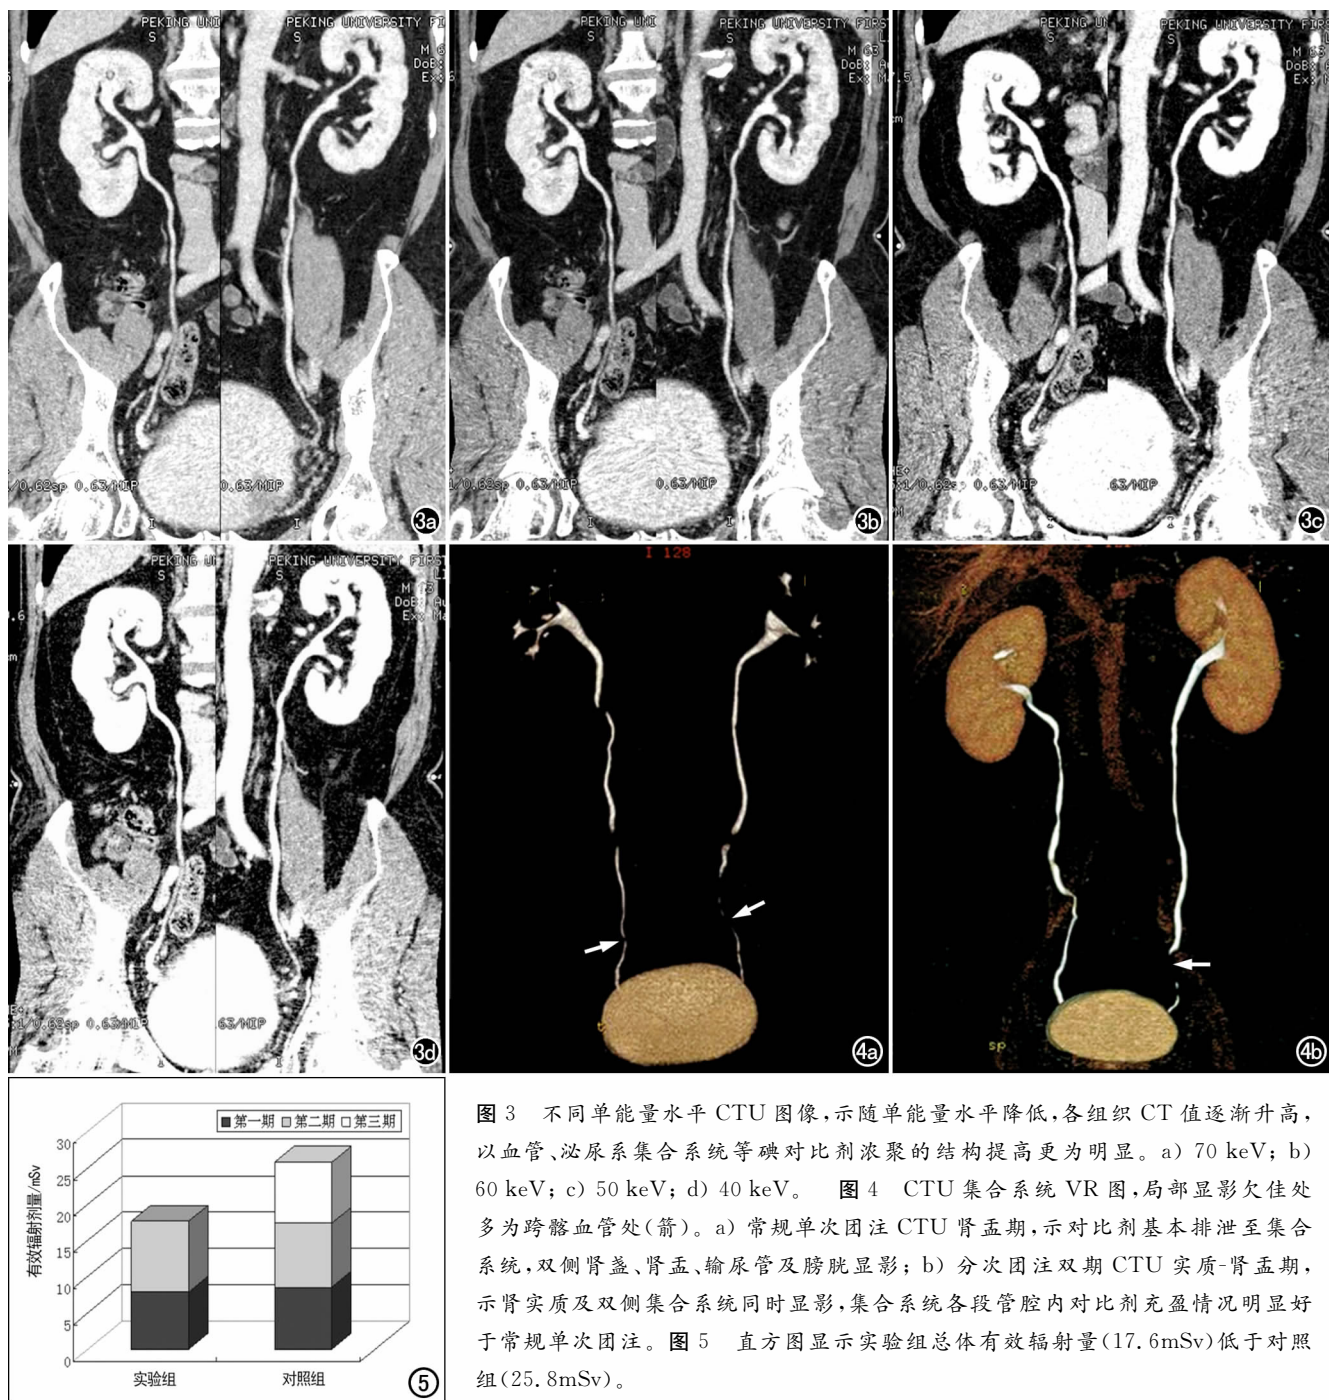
不同单能量水平 CTU 图像, 示随单能量水平降低, 各组织 CT 值逐渐升高, 以血管、泌尿系集合系统等碘对比剂浓聚的结构提高更为明显。a) 70 keV; b) 60 keV; c) 50 keV; d) 40 keV。图 4 CTU 集合系统 VR 图, 局部显影欠佳处多为跨髂血管处(箭)。a) 常规单次团注 CTU 肾孟期, 示对比剂基本排泄至集合系统, 双侧肾盂、肾盂、输尿管及膀胱显影; b) 分次团注双期 CTU 实质-肾孟期, 示肾实质及双侧集合系统同时显影, 集合系统各段管腔内对比剂充盈情况明显好于常规单次团注。图 5 直方图显示实验组总体有效辐射量(17.6mSv)低于对照组(25.8mSv)。
